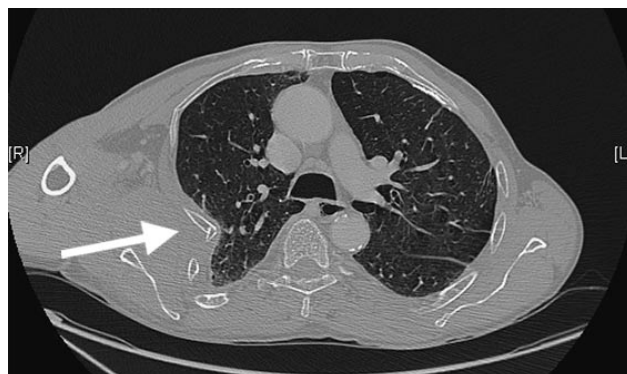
Computertomografie van de thorax: uitgesproken indeuking van de rechter hemithorax met ribfracturen.
